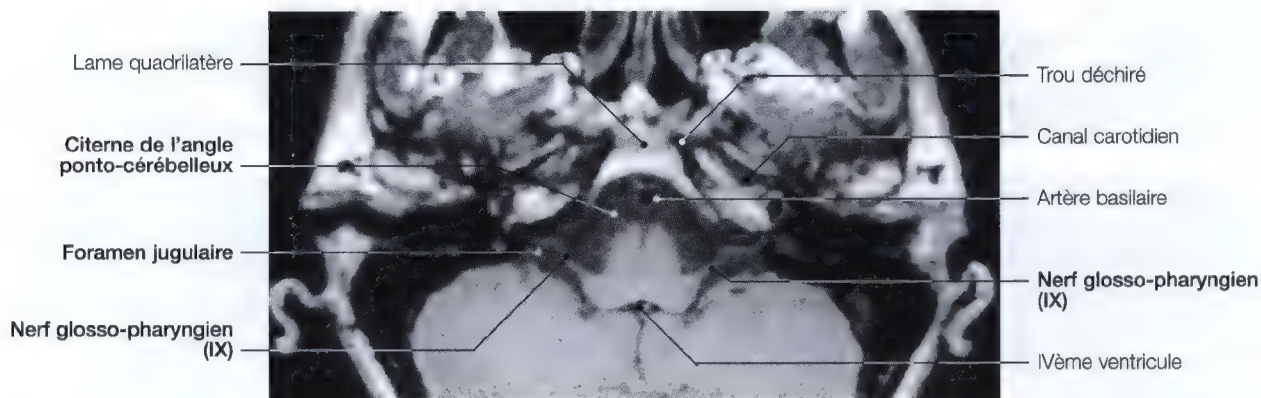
IRM axiale de la moëlle allongée au niveau du nerf glosso-pharyngien (IX)
